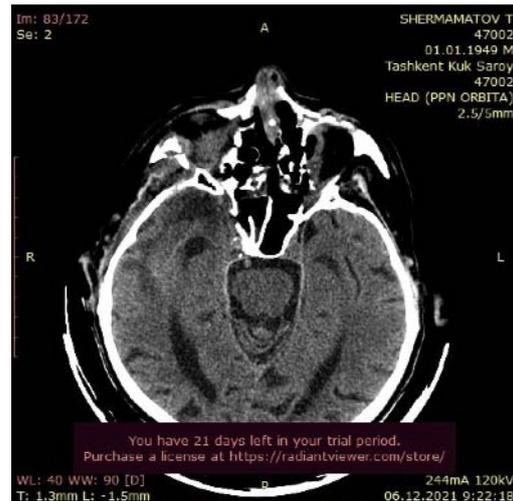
А. МСКТ, аксиальный срез. Деструкция и секвестр нёба. Б. МСКТ, аксиальный срез. Множественные секвестры стенок решётчатых пазух, перегородки носа, орбитальной кости, костей основных пазух слева.
